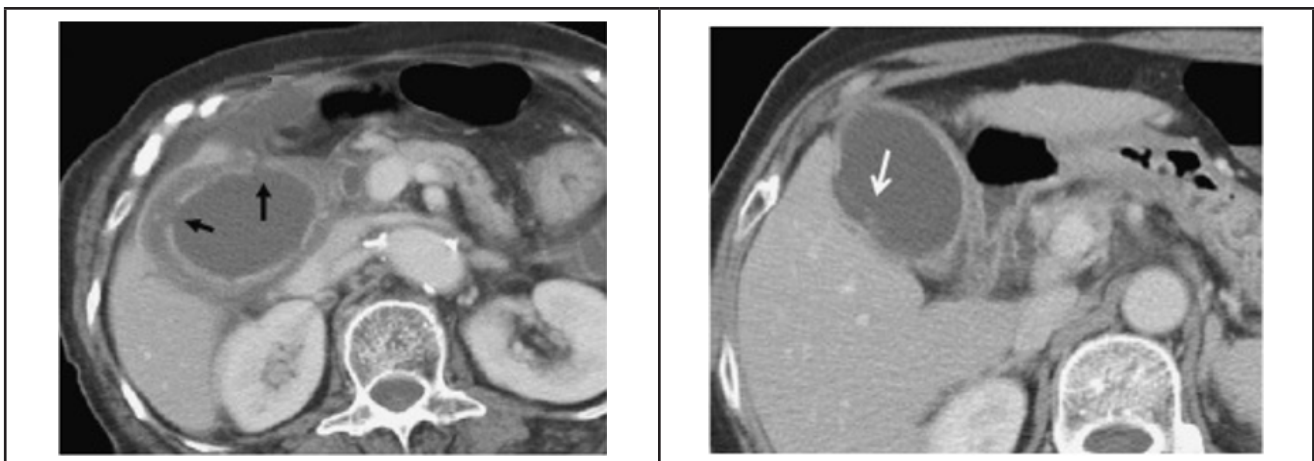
Axial contrast-enhanced CT image shows discontinuation of the mucosal enhancement with a gap at the gallbladder wall – CT signs of gangrenous cholecystitis (Wu et al, 2010).
